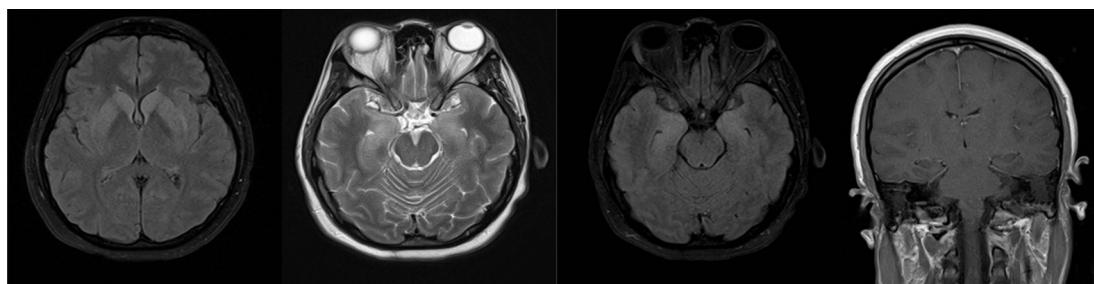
RMN de cráneo. Escaso realce límbico.
